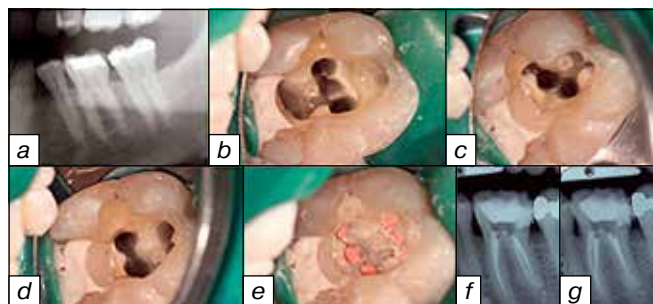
(a) Исходная панорамная рентгенограмма. Частичный вид левой стороны нижней челюсти. (b) Вид пульпарной камеры после полной инструментальной обработки. Видны три мезиальных корневых канала. (c) Дистолингвальные и средний дистальный каналы видны в дистолингвальном корне. (d) Одиночный канал в дистобуккальном корне. (e) Вид пульпарной камеры после obturации корневого канала. (f) Финальная рентгенограмма после obturации корневого канала. (g) Финальная рентгенограмма с дистальной позиции
